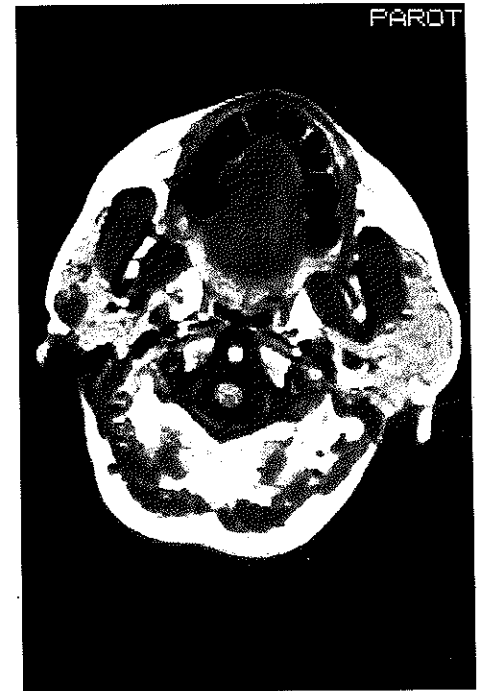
Imagen por resonancia magnética en plano axial de sialoadenosis bilateral. Secuencia Spin Eco T₁.
